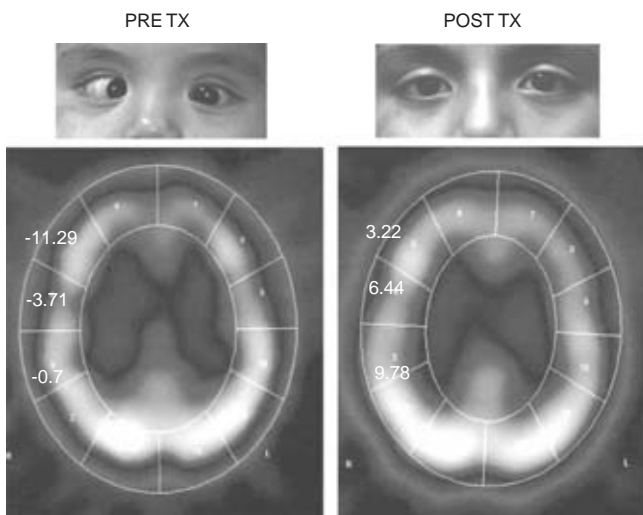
SPECT cerebral antes y después del tratamiento, donde se observan los cambios de hipoactividad en hemisferio derecho correspondientes a los números negativos y a la imagen clínica de endotropía; el SPECT de control con el estrabismo corregido y los niveles funcionales hemisféricos positivos.
